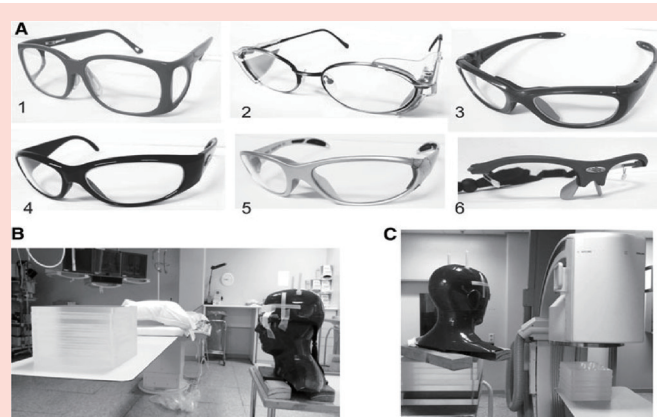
A在模拟人实验中用于检测的辐射防护眼镜的不同模型图。模型6是没有镜片的眼镜框作为X线介入期间没有防护眼睛剂量的检测模型。B确定得到最大剂量下调的位置是头在同水平并且正面向诊视床的辐射束。C实际中剂量下调因子的获得是模拟人头模置于放射科医生头部的经典位置。
